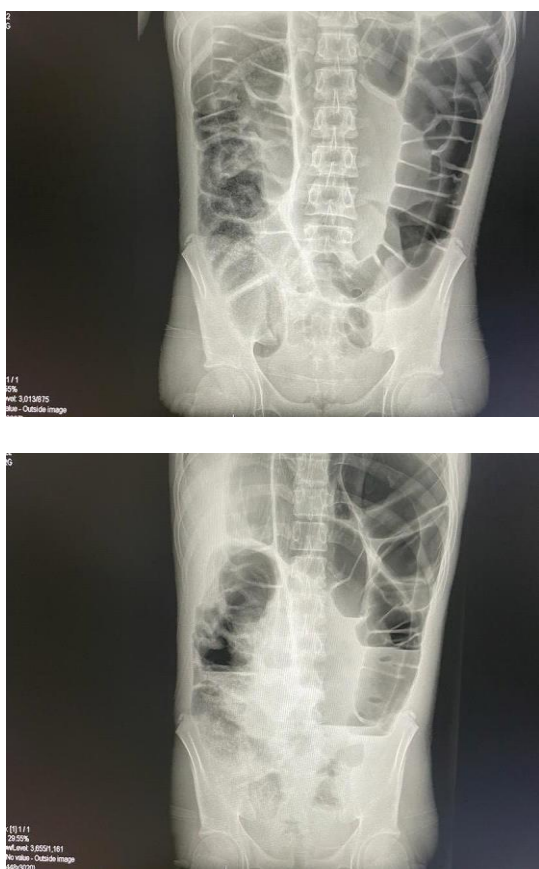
Radiografía simple de abdomen, con asas de colon dilatadas, sigma redundante y zona de transición.
